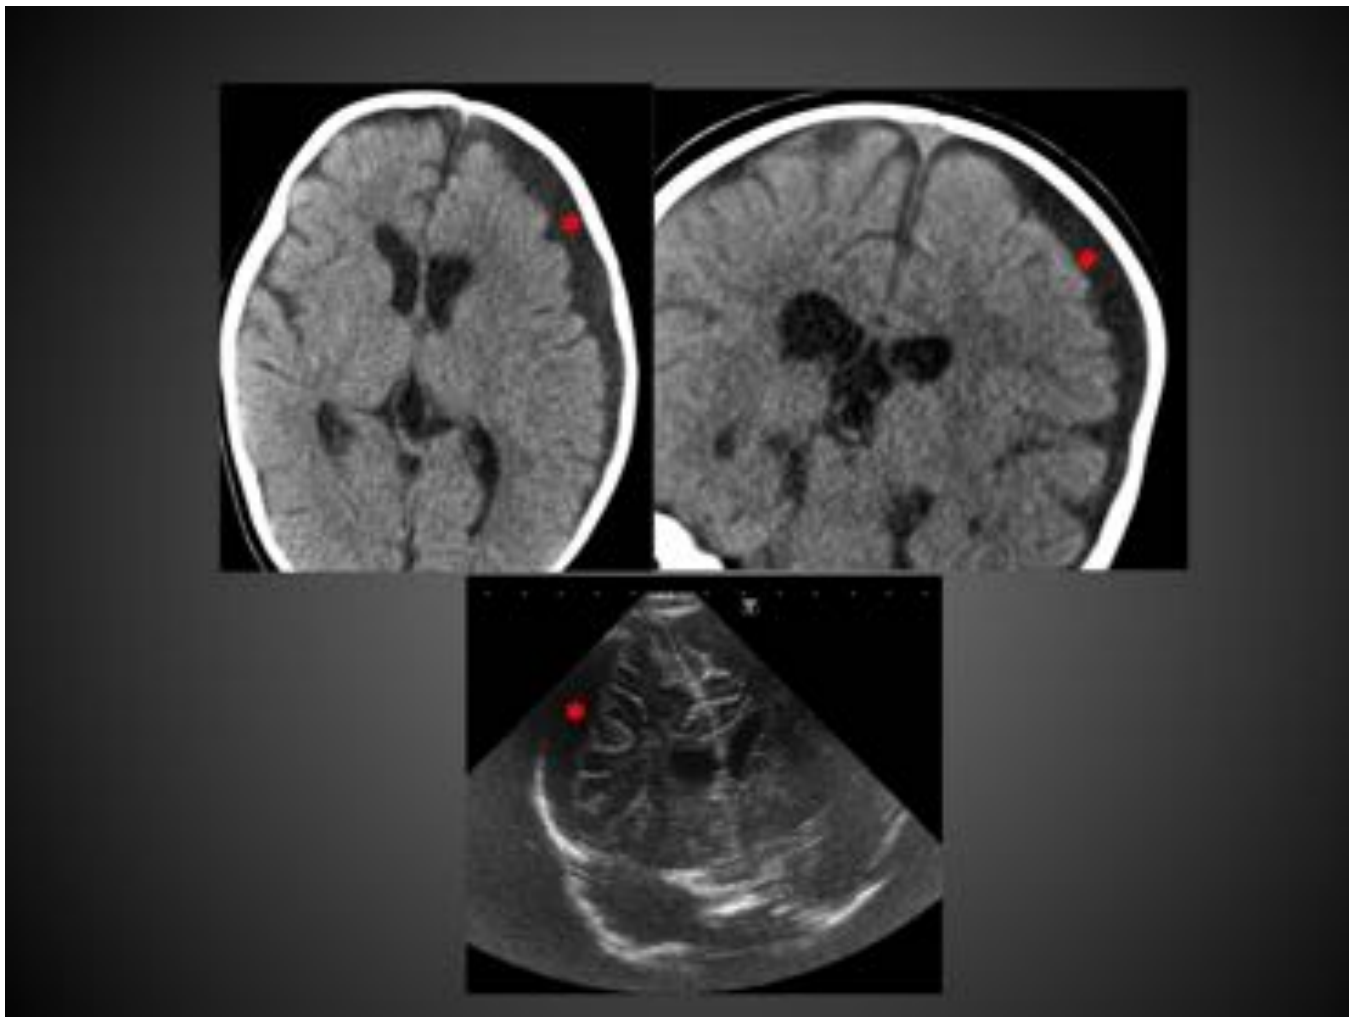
COLECCIÓN SUBDURAL POSTMENINGITIS. TC sin civ en plano axial y coronal y ecografía transfontanelar de un lactante de 4 meses. Se observa una colección subdural hemisférica izquierda en el contexto de una meningitis bacteriana.
